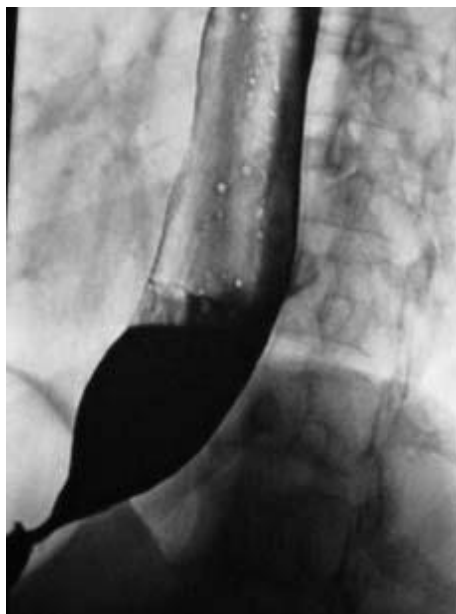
Ахалазия кардии. Рентгенограмма. Нижняя треть пищевода заполнена контрастом. Нитевидный просвет в желудок. Расширение просвета пищевода над кардиальным сфинктером.
